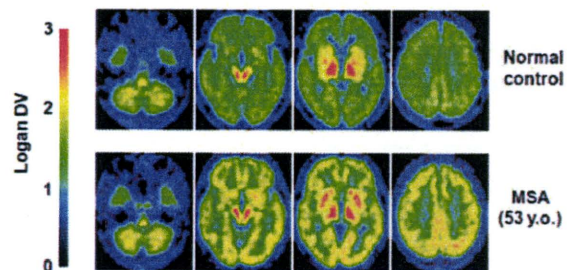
健常者および MSA 患者の [C-11]BF-227 PET 画像。
